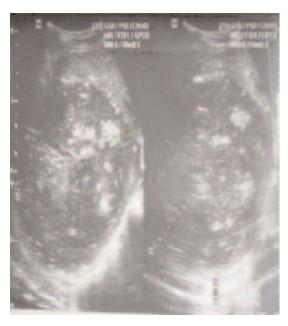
Diagnostique échographique
